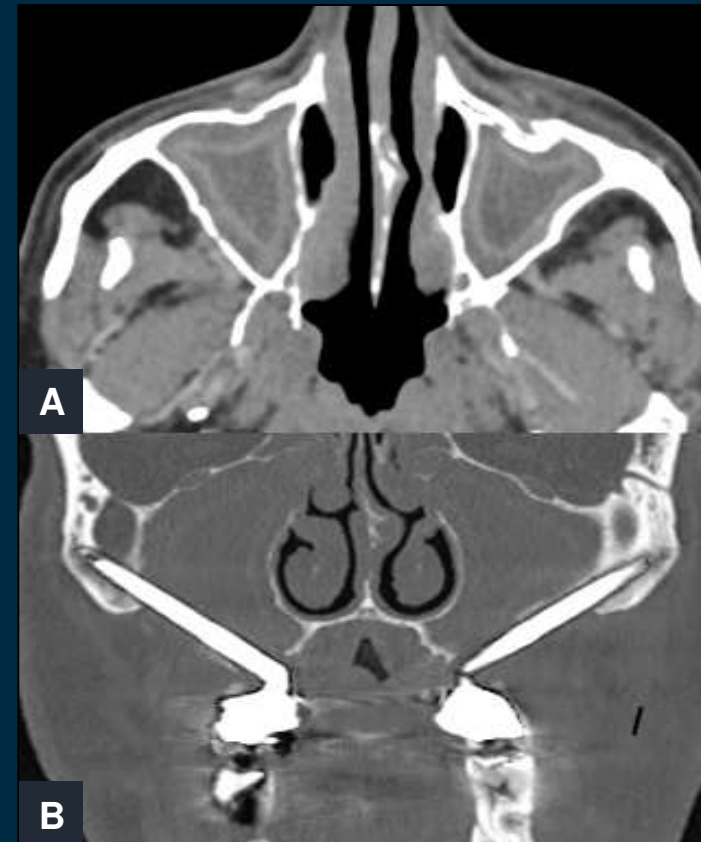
Sinusitis secundaria a implantes cigomáticos. Imágenes axial de TC en ventana tejidos blandos (A) y coronal en ventana hueso (B): En A, ocupación y engrosamiento mucoso de ambos senos maxilares en sinusitis secundaria a inserción de implantes. B: se identifica contacto de implante cigomático con senos maxilares.
